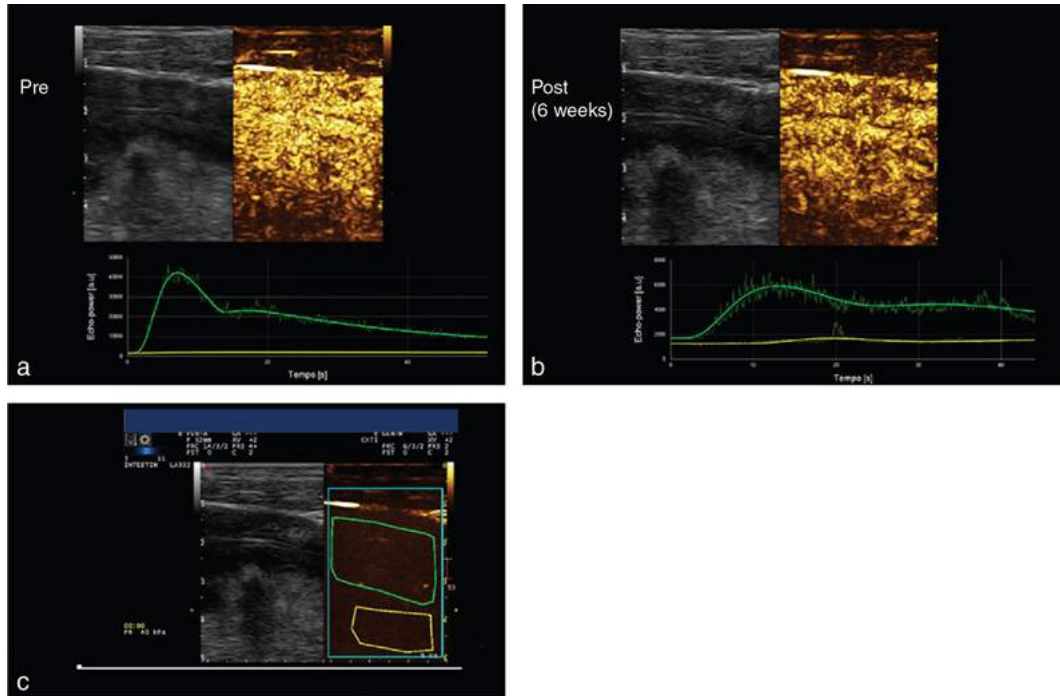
Échographie de contraste d'une atteinte iléale de la maladie de Crohn chez un homme de 25 ans avant (a) et 6 semaines après (b) traitement (infiximab).
